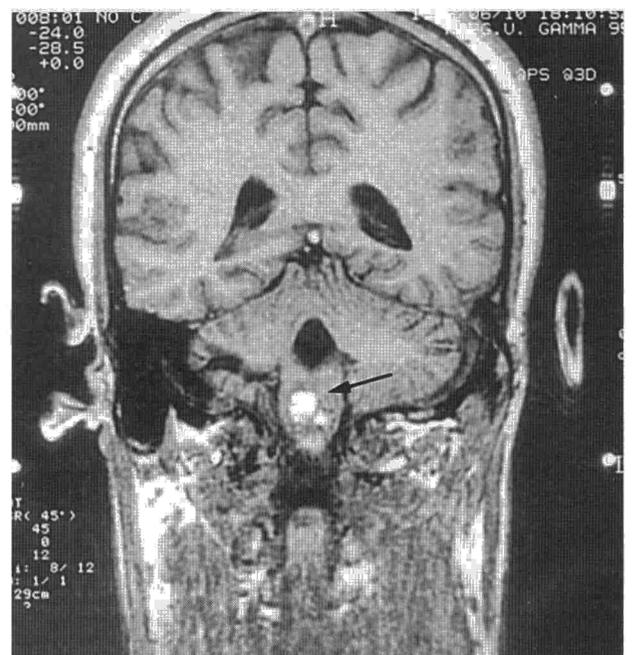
En RM en T1 coronal se identifica imagen bulbar hiperintensa rodeada de un halo hipointenso irregular (flecha), compatible con cavernoma.
